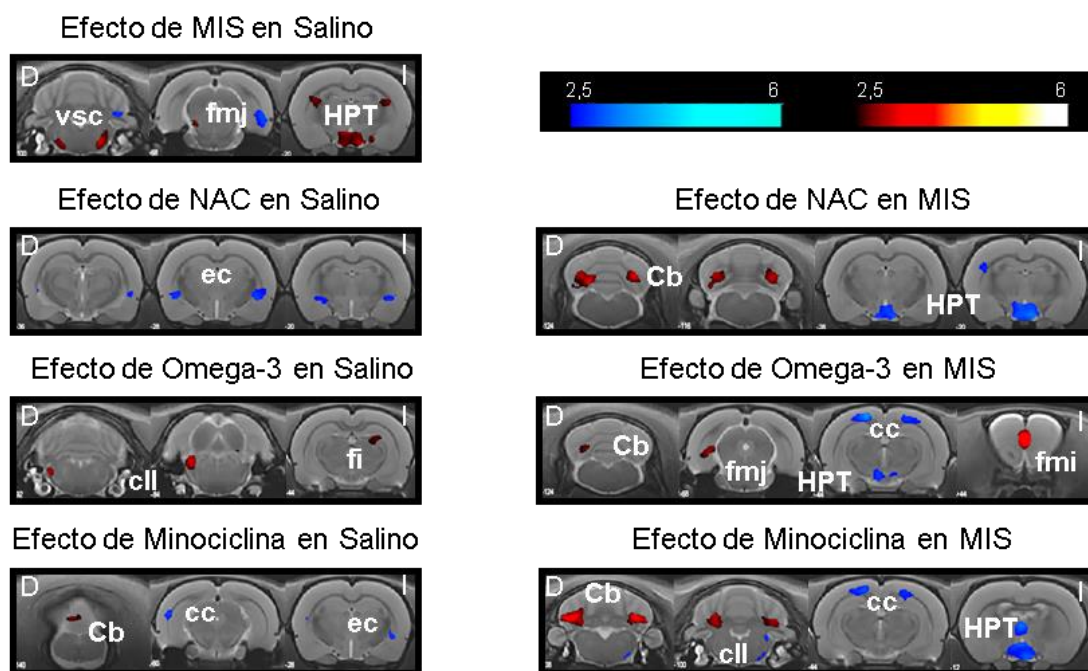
Alteraciones en la morfometría de la sustancia blanca causadas por el tratamiento preventivo con NAC, Omega-3 o MIN (Salino-VH 11, Salino-NAC 12, Salino-Omega 12, Salino-Min 12, MIS-VH 13, MIS-NAC 14, MIS-Omega 14, MIS-Min 14). Los resultados de VBM se muestran como un mapa de T probabilístico representado sobre una imagen de resonancia magnética donde los colores cálidos indican un aumento de la densidad de la sustancia blanca y los colores fríos indican una disminución de la misma. Las barras de colores muestran los valores de T. Abreviaturas: Cb: cerebelo, cc: cuerpo calloso, cll: comisura del lemnisco lateral, D: derecha, ec: cápsula externa, fi: fimbria, fmi: fórceps menor del cuerpo calloso, fmj: fórceps mayor del cuerpo calloso, HPT: hipotálamo, I: izquierda, vsc: tracto espinocerebral ventral.
